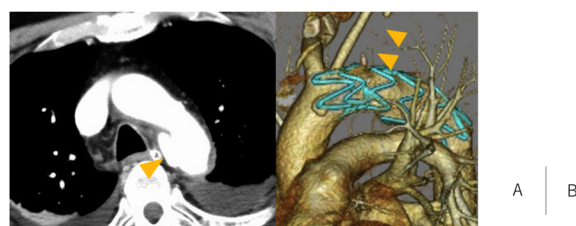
A: Enhanced computed-tomography (CT) after injury showed the false lumen of thoracic aorta. B: Three-dimensional CT after TEVAR revealed left subclavian artery was occluded.
